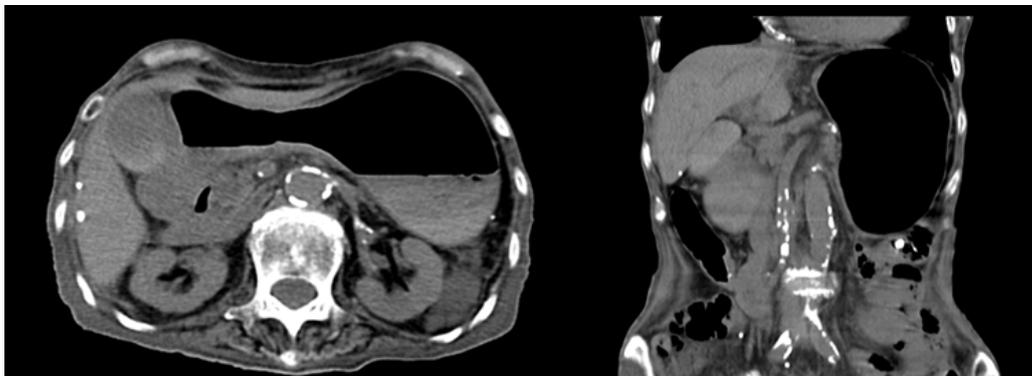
上腸間膜動脈症候群が疑われるCT所見（上腸間膜動脈が大動脈の右を走行し、大動脈との距離が狭くなっているほか、拡張した胃も目立つ）
